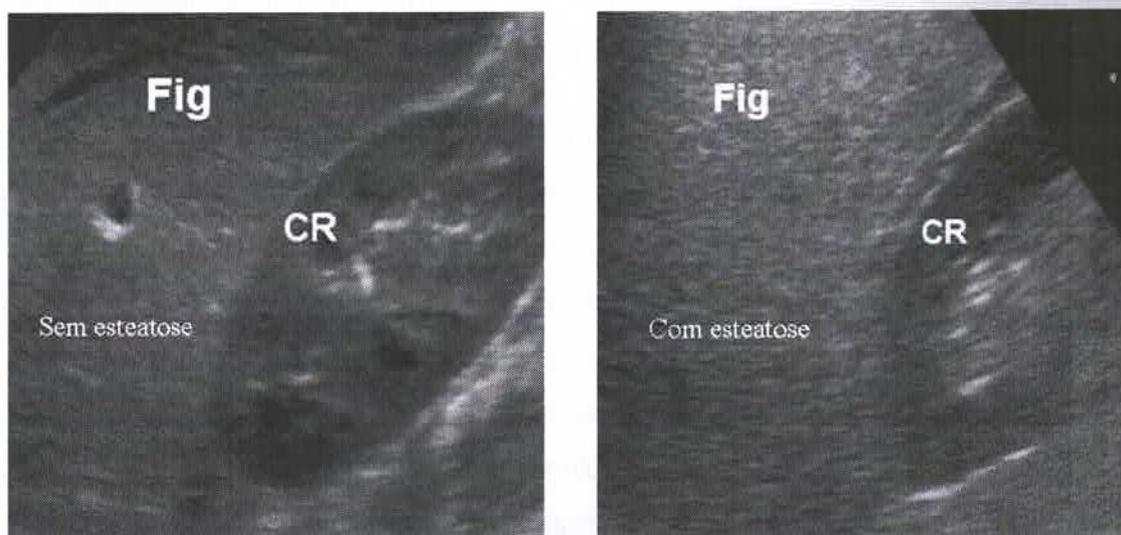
Ultrassonografias de paciente sem esteatose (imagem esquerda) e com esteatose hepática (imagem direita). CR = Córtex Renal. Fig = Fígado
